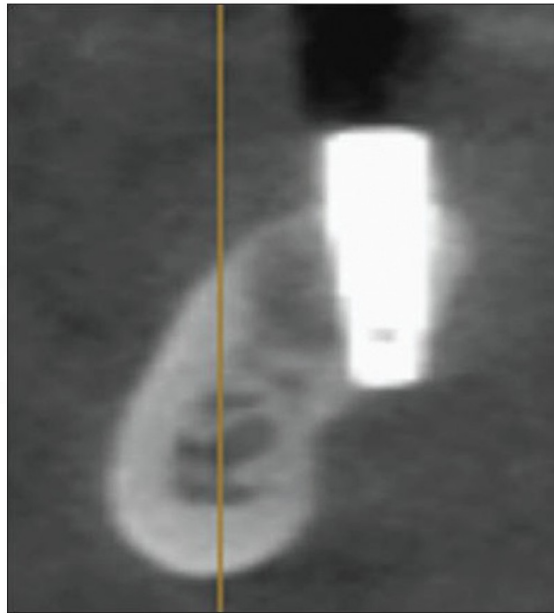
Coupe de cone beam dans le plan frontal illustrant la perforation de la corticale linguale par un implant dentaire à droite [79].
